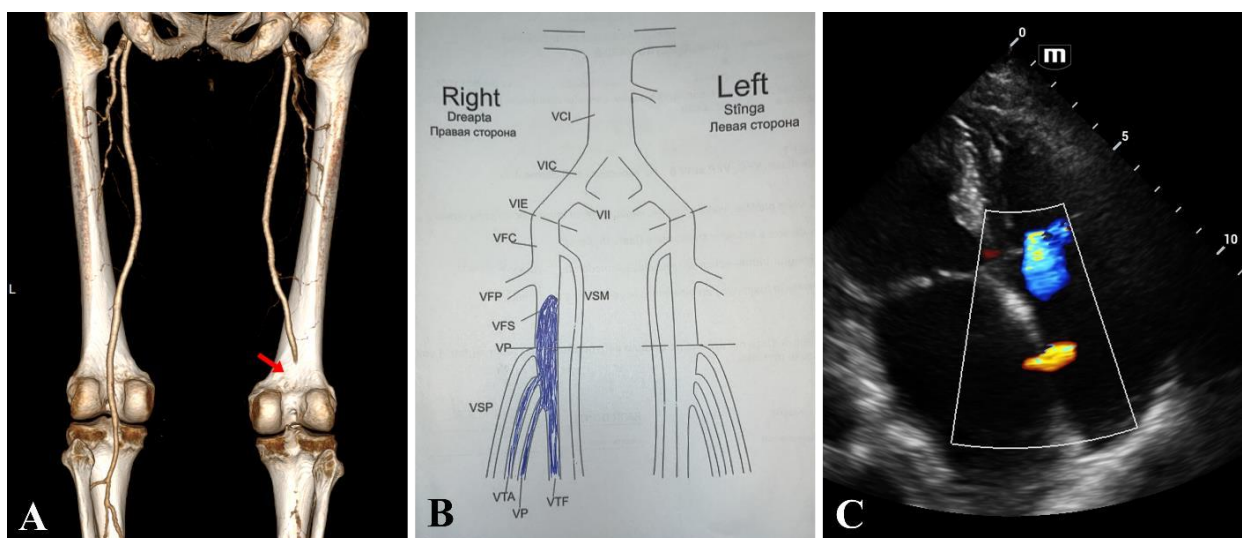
Observația clinică a emboliei „paradoxale” a arterei poplitee (A – ocluzia arterei poplitee drepte la CTA, B – protocolul USGD postoperator care indică prezența trombozei venoase profunde, C – foramen ovale patent detectat prin ecocardiografie)
